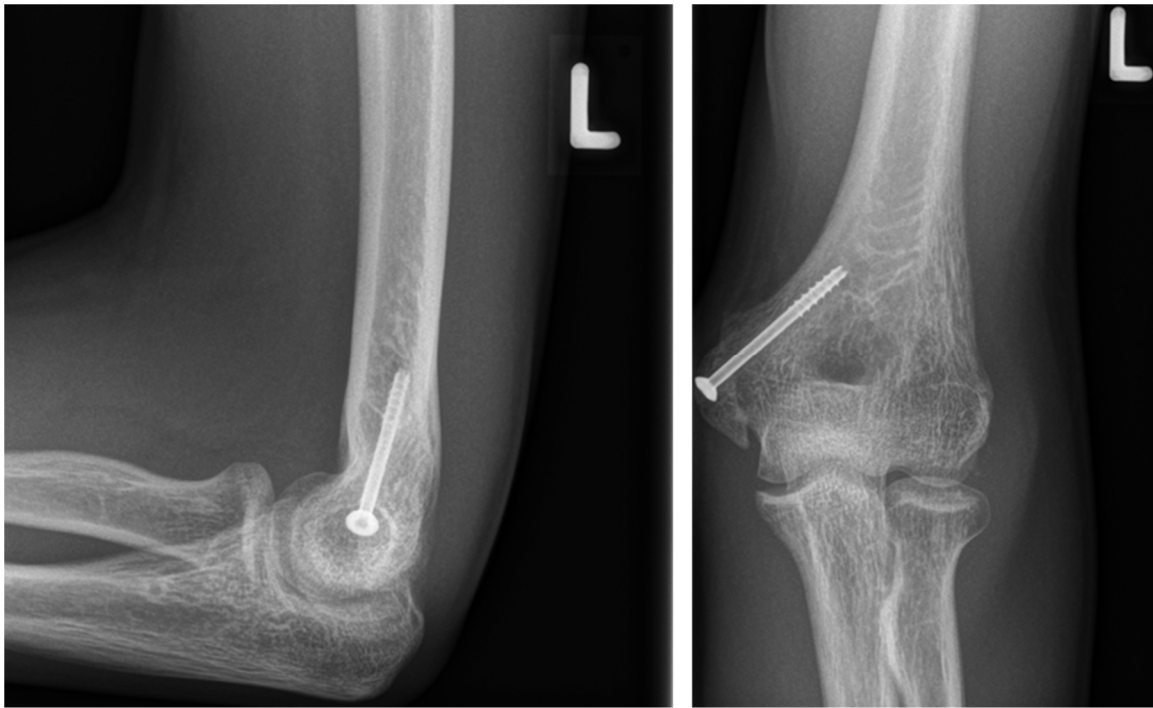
Postoperatives Röntgenbild des Jungen nach zwei Monaten
